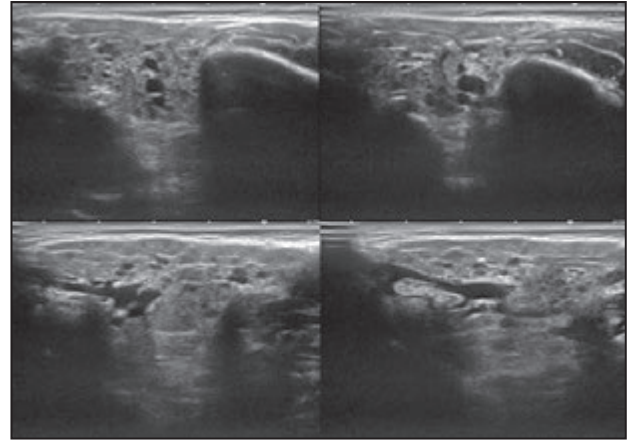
Ecografia parotídi. S'observen petites imatges hipocogèniques múltiples.
